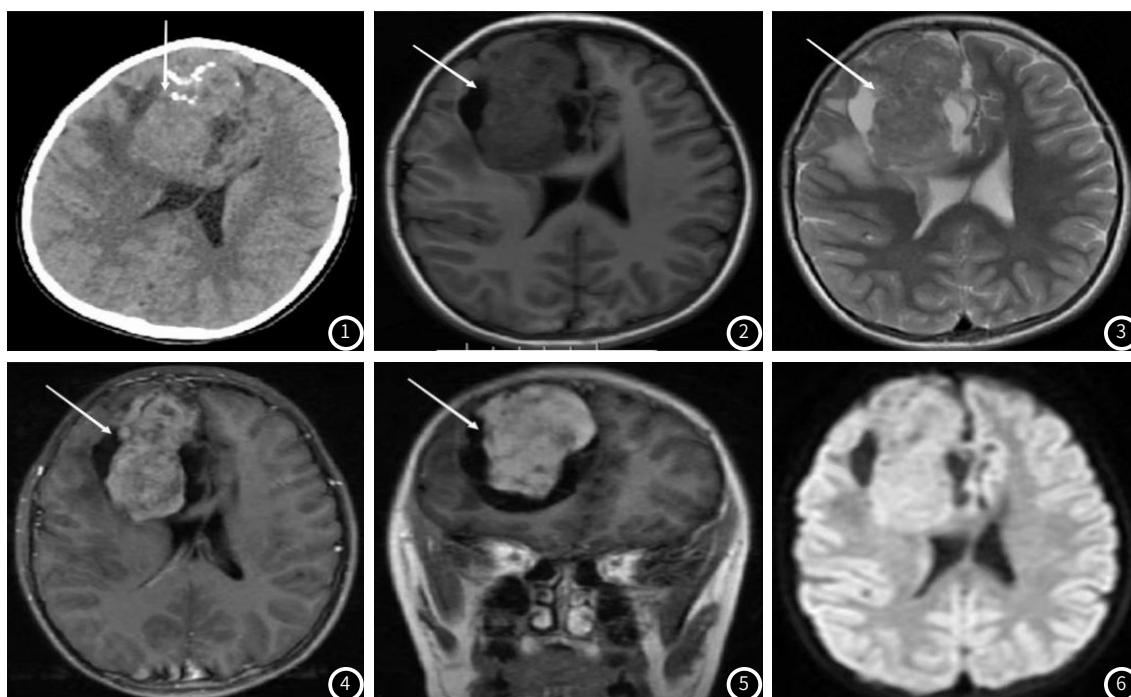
CT示混杂密度团块, 内伴钙化斑点; 图2: T1WI低信号影; 图3: T2WI稍高信号影。
